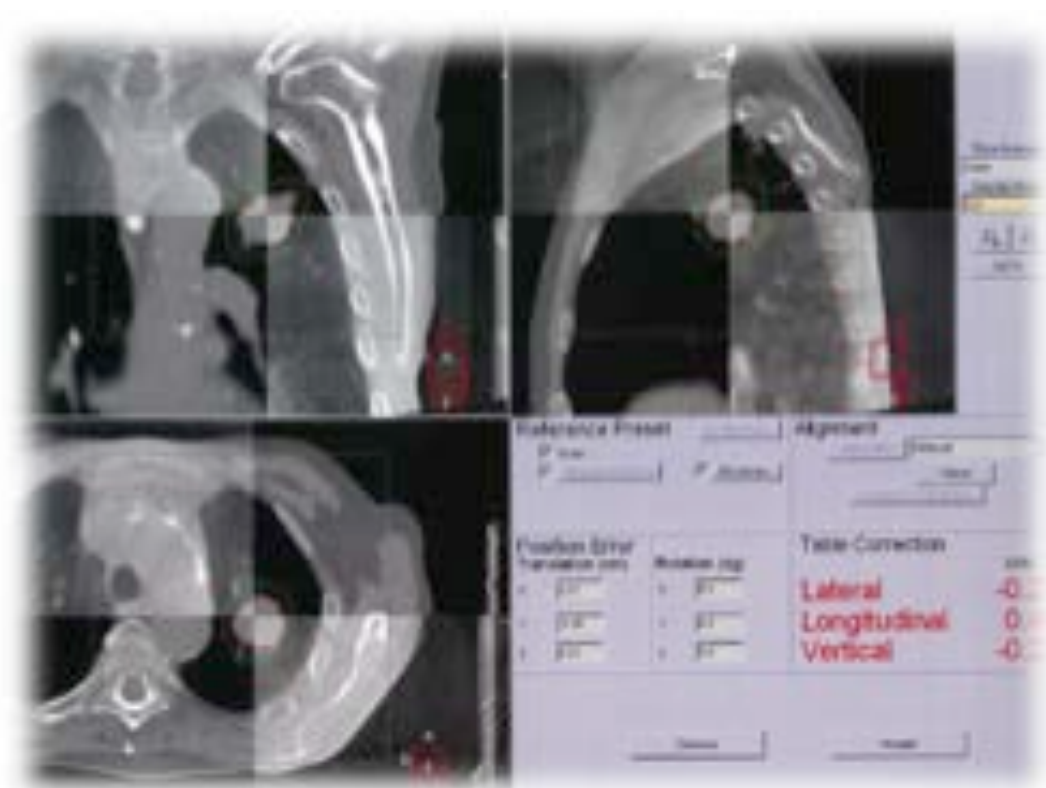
治療計画用 CT と治療直前に取得した kV 3D-CBCT 画像による位置照合
